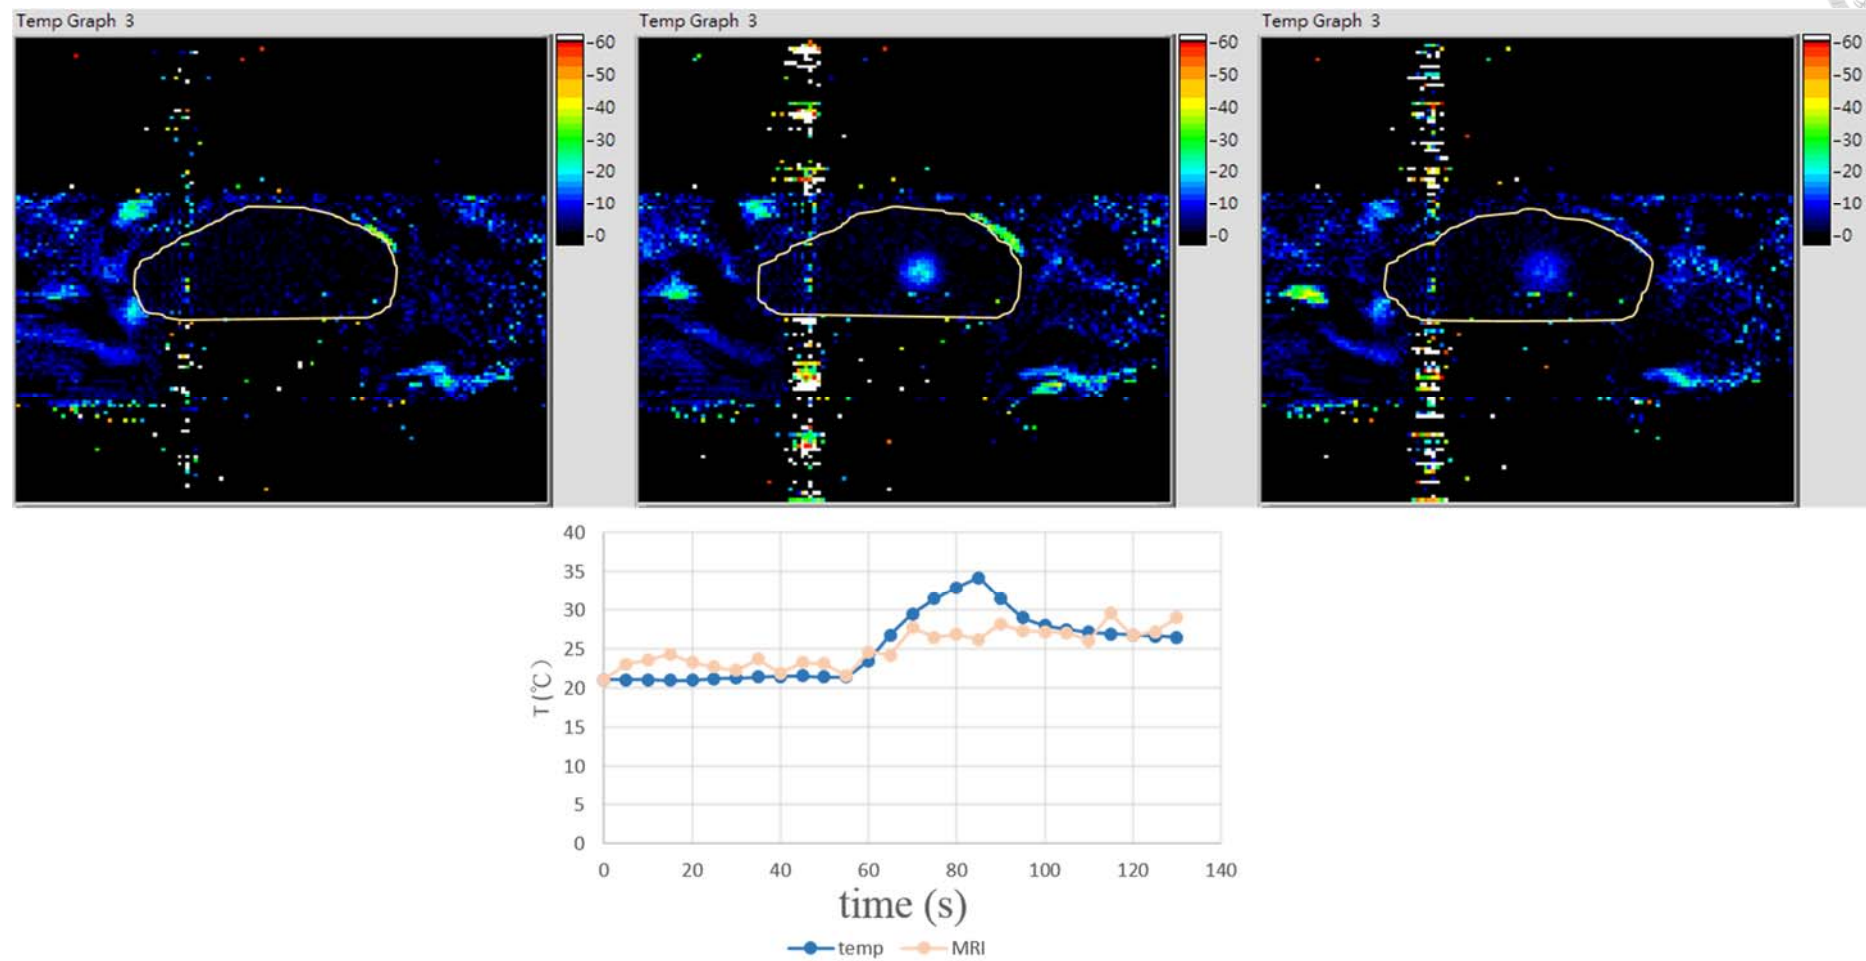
MRI 測溫法與實際溫度誤差測試第一組結果
